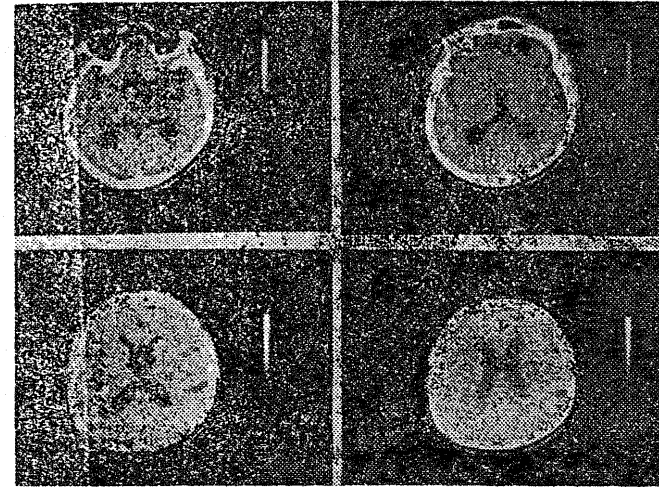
Secțiuni de computer-tomografie cerebrală. Bolnavul D.G., în vîrstă de 42 de ani, cu un sindrom de involuție prezenilă. Computer-tomografia cerebrală arată pe secțiunile axiale executate prin sistemul ventricular o marcată accentuare a volumului acestuia, în raport cu vîrsta biologică, precum și o dilatare (a se traduce „atrofie corticală”) accentuată a cisternelor insulare, bilateral.
